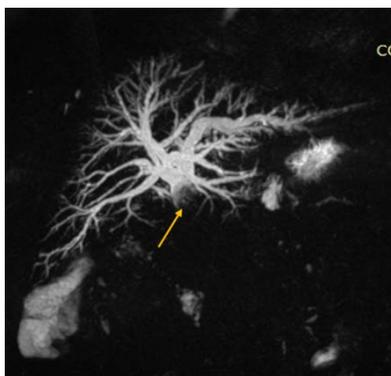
МРТ-ХГ: конкремент в гепатикохоледохе выше соустья (указан стрелкой)
